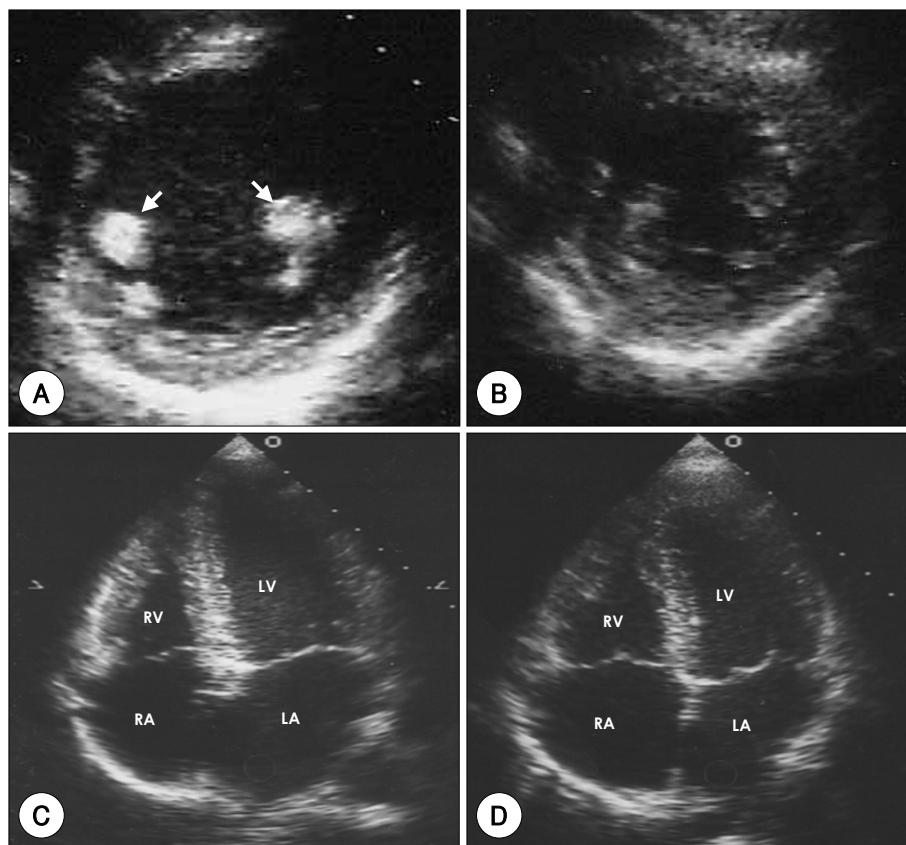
2-D images of patients with hemochromatosis. Parasternal short-axis image from patient (A) shows typically increased echorefectiveness in papillary muscle (arrow) compared with control (B). In apical 4-chamber view, the interventricular septum of patients (C) shows increased focal echorefectiveness compared with control (D), but not as much as papillary muscle. RV: right ventricle, RA: left atrium, LV: left ventricle, LA: left atrium.
